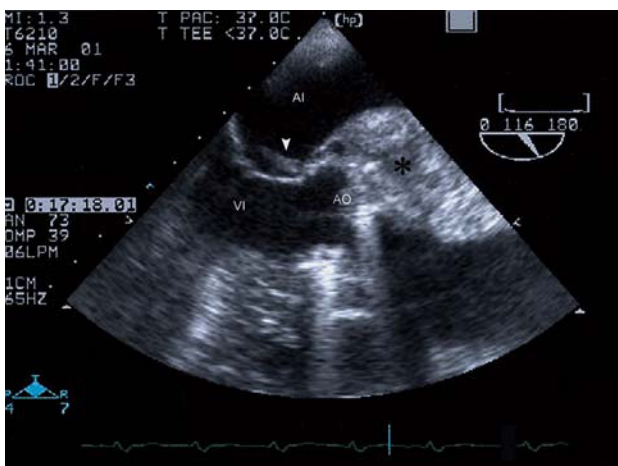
Ecocardiograma transesofágico a 116° que demuestra el absceso perianular (*) y una imagen sugestiva de vegetación ubicada en la valva mitral anterior (flecha). AI: aurícula izquierda; VI: ventrículo izquierdo.
